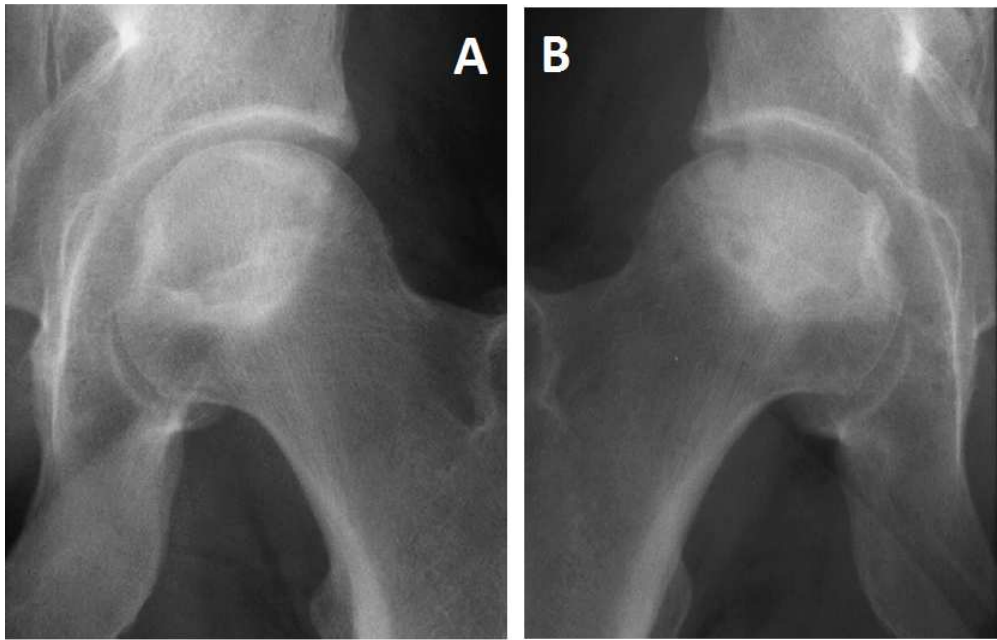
Aspects de l'ostéonécrose de la tête fémorale sur radiographie standard.
